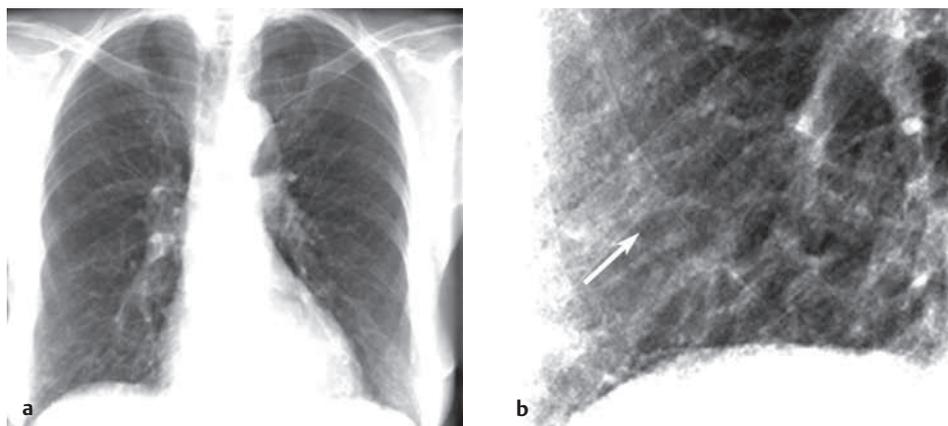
Röntgen-Thorax p.-a. a Übersicht. b Detail.
